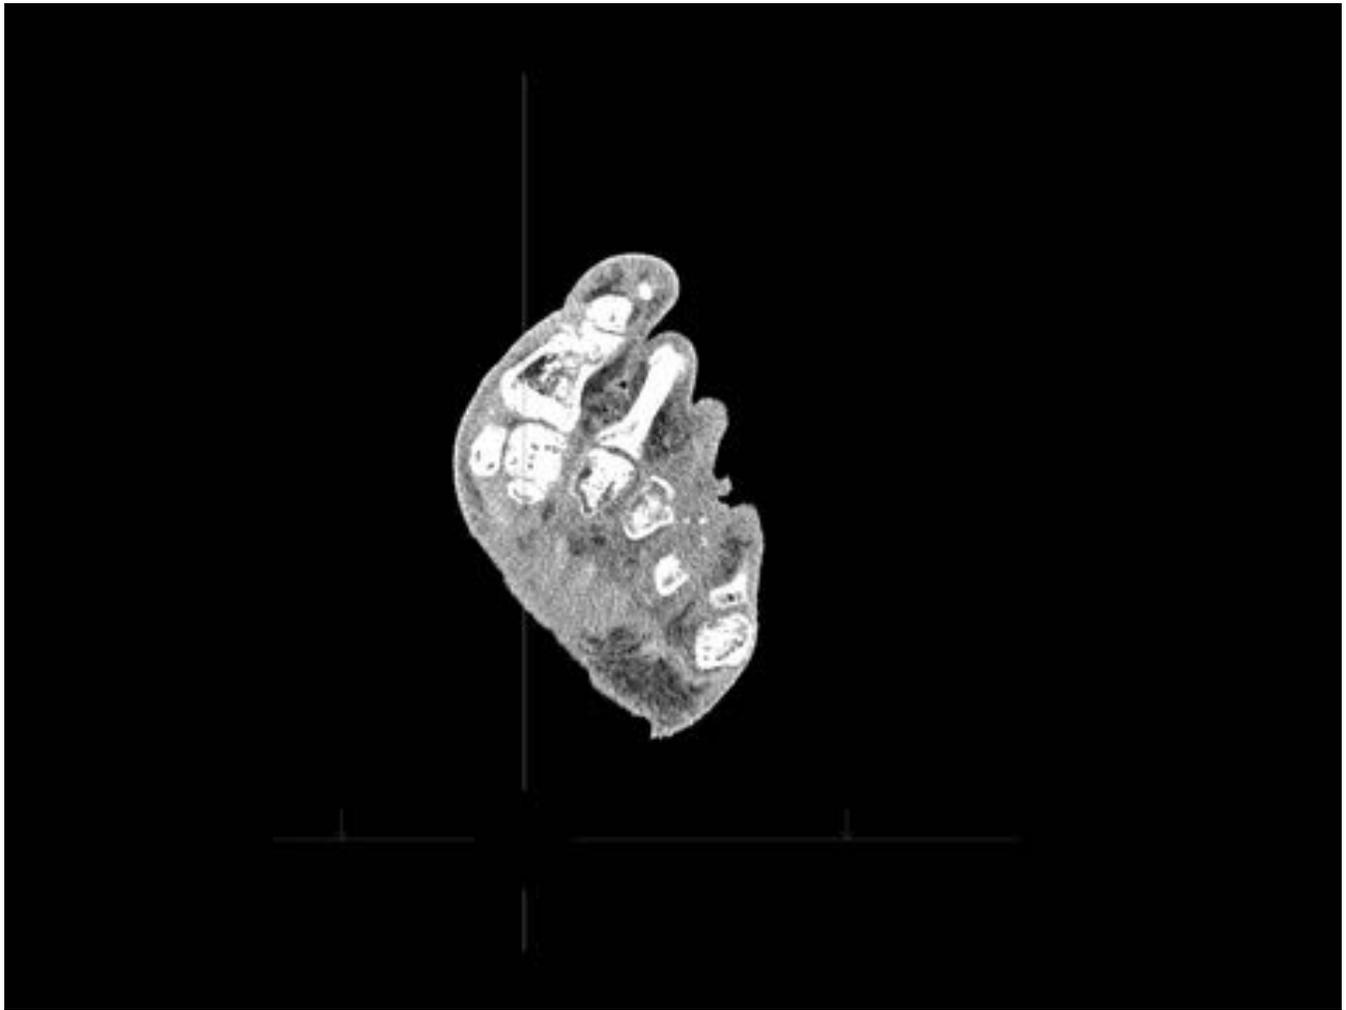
TC del pie con osteomielitis activa con destrucción de la cabeza del cuarto metatarso.
